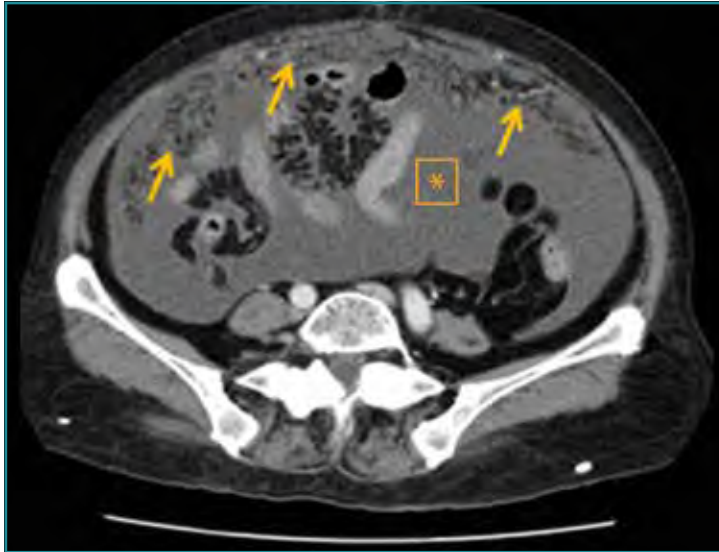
Corte axial de una TC abdominal en un paciente con un carcinoma de ovario metastásico, en el que se evidencia líquido libre difuso (ascitis carcinomatosa) (*) y engrosamiento de epiplón mayor (omental cake) por depósitos tumorales (flechas amarillas). El epiplón mayor es una zona frecuente de recaída metastásica, junto con el diafragma y los apéndices epiploicos; esto se debe a su mayor capacidad reabsortiva y fagocítica del líquido peritoneal. Si el líquido contiene células tumorales, estas tenderían a acumularse especialmente en estas áreas. En caso de alta carga tumoral a nivel diafragmático, se produce un bloqueo linfático que altera la absorción de los fluidos peritoneales y contribuye a la formación de ascitis carcinomatosa, que a su vez facilita el desarrollo y el crecimiento del tumor intraabdominal.
